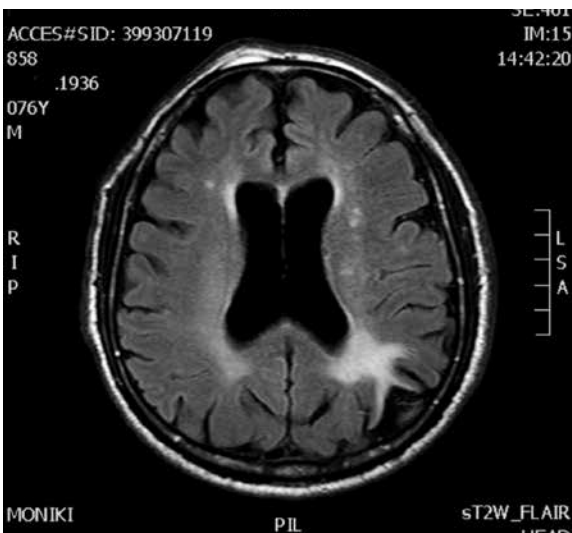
МРТ головного мозга пациента Б. Картина последствий перенесенного ишемического инсульта левой затылочной области
